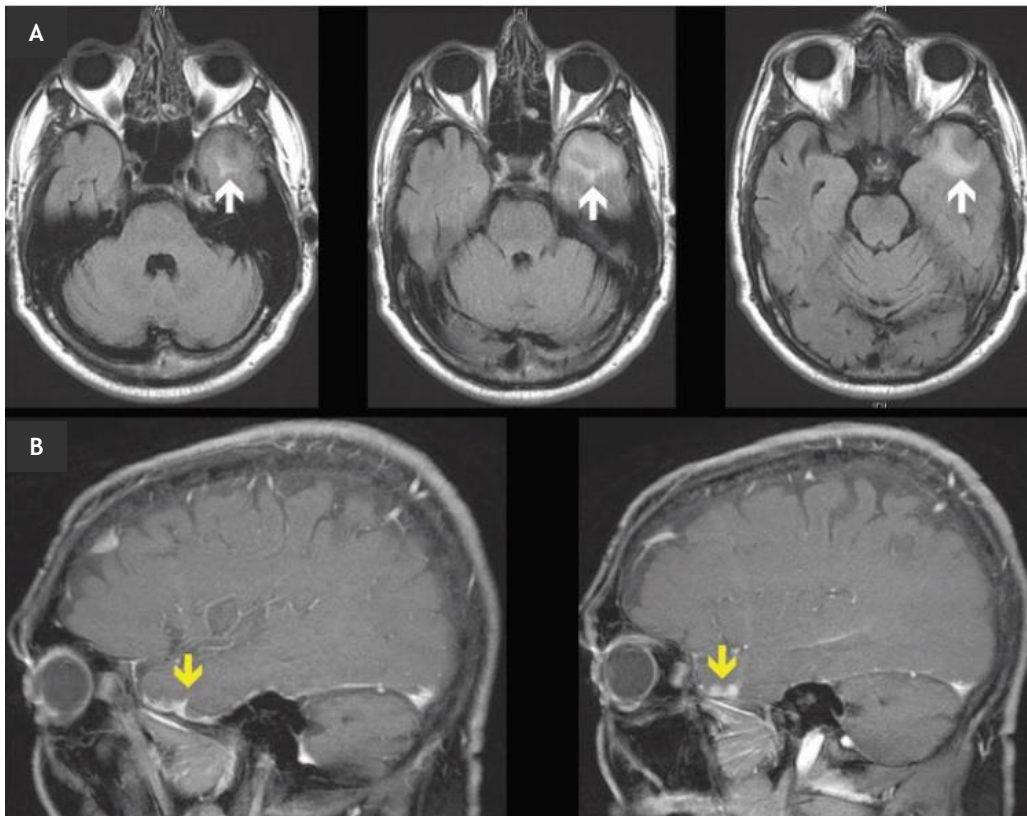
FLAIR RMN, ponderada em T1 de doente com goma sífilítica. A - Edema no lobo temporal esquerdo (setas brancas); B - Realce da superfície nodular (setas amarelas)– retirado de (12)
